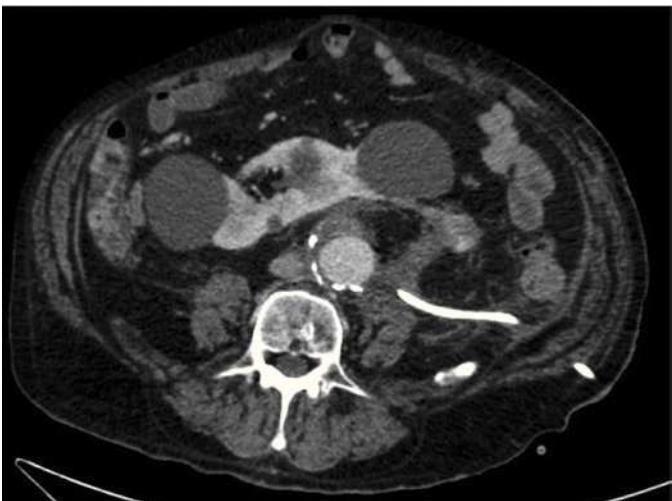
Tomografía axial computarizada postoperatoria con drenado implantado.
